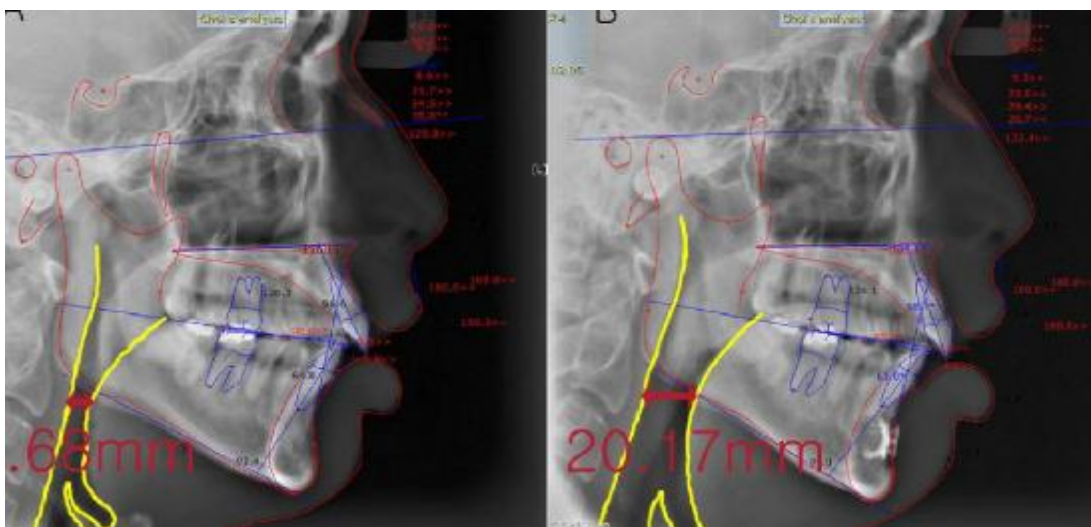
Preoperative lateral cephalometric radiograph (A) and postoperative lateral cephalometric radiograph (B) showing the enlargement of the upper airway. The lower pharynx was enlarged 8.7–20.2mm with the advancement of genial tubercle by 12.7mm. The yellow line indicates space in the airway. There was no appreciable change in the lower facial profile. Airway measurements were assessed by the technique described by Becker et al.
